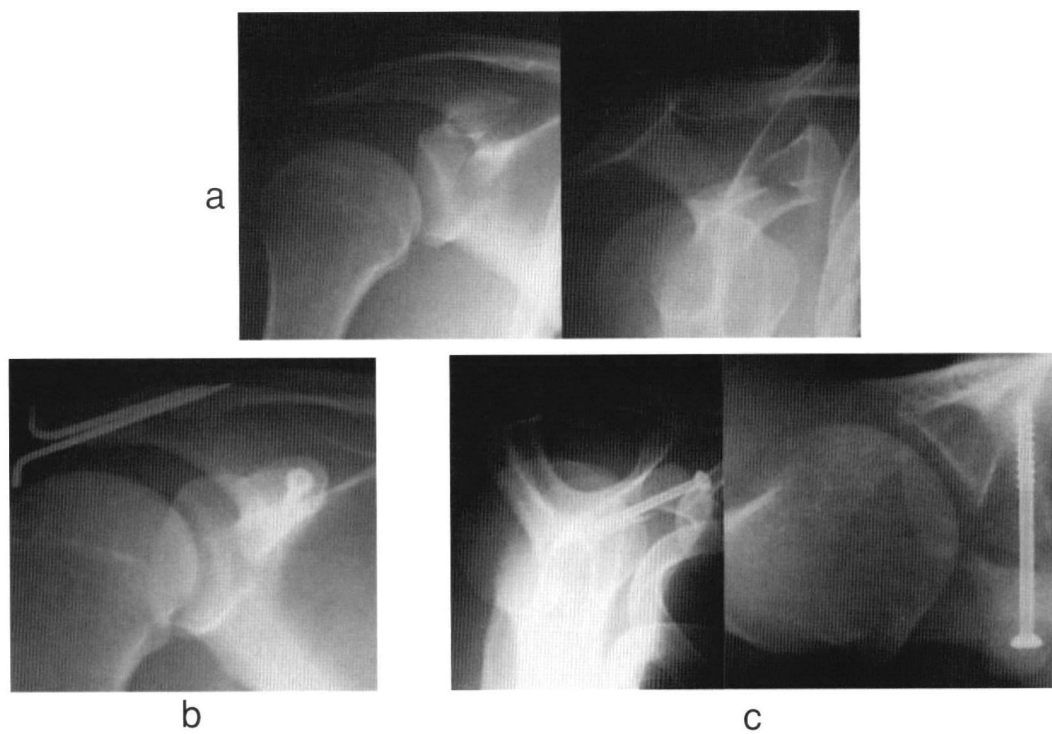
Plain X-ray of a dislocation in the right acromioclavicular joint and a fracture in the coracoid-process in Case 2
